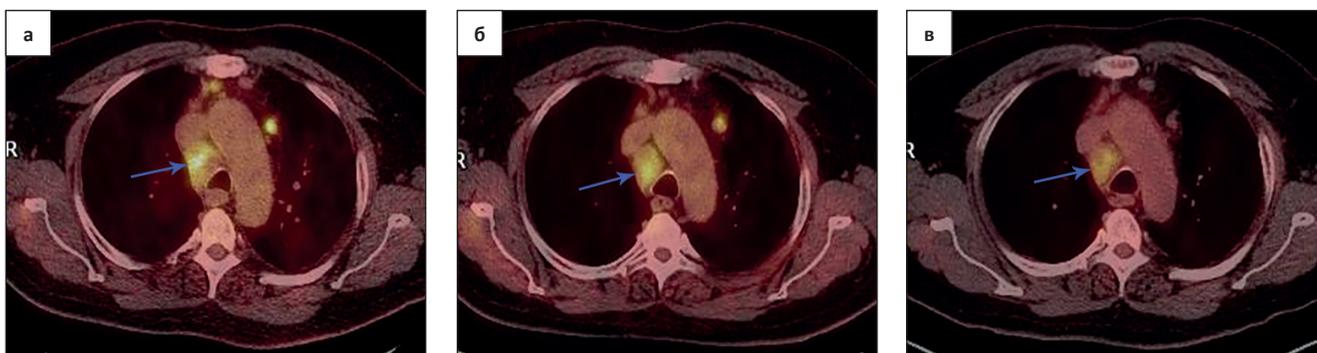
Пациент С., таргетный очаг № 2, совмещенные ПЭТ/КТ-изображения с ¹⁸F-ФДГ в аксиальной проекции. (а) До начала лечения паратрахеально справа определяется конгломерат лимфатических узлов до 28 мм в наименьшем измерении. (б) После первого курса химиотерапии и после окончания 4 курсов химиотерапии (в) конгломерат сохраняется без существенной динамики размеров – до 27 мм в наименьшем измерении, при этом отмечается снижение в нем метаболической активности
